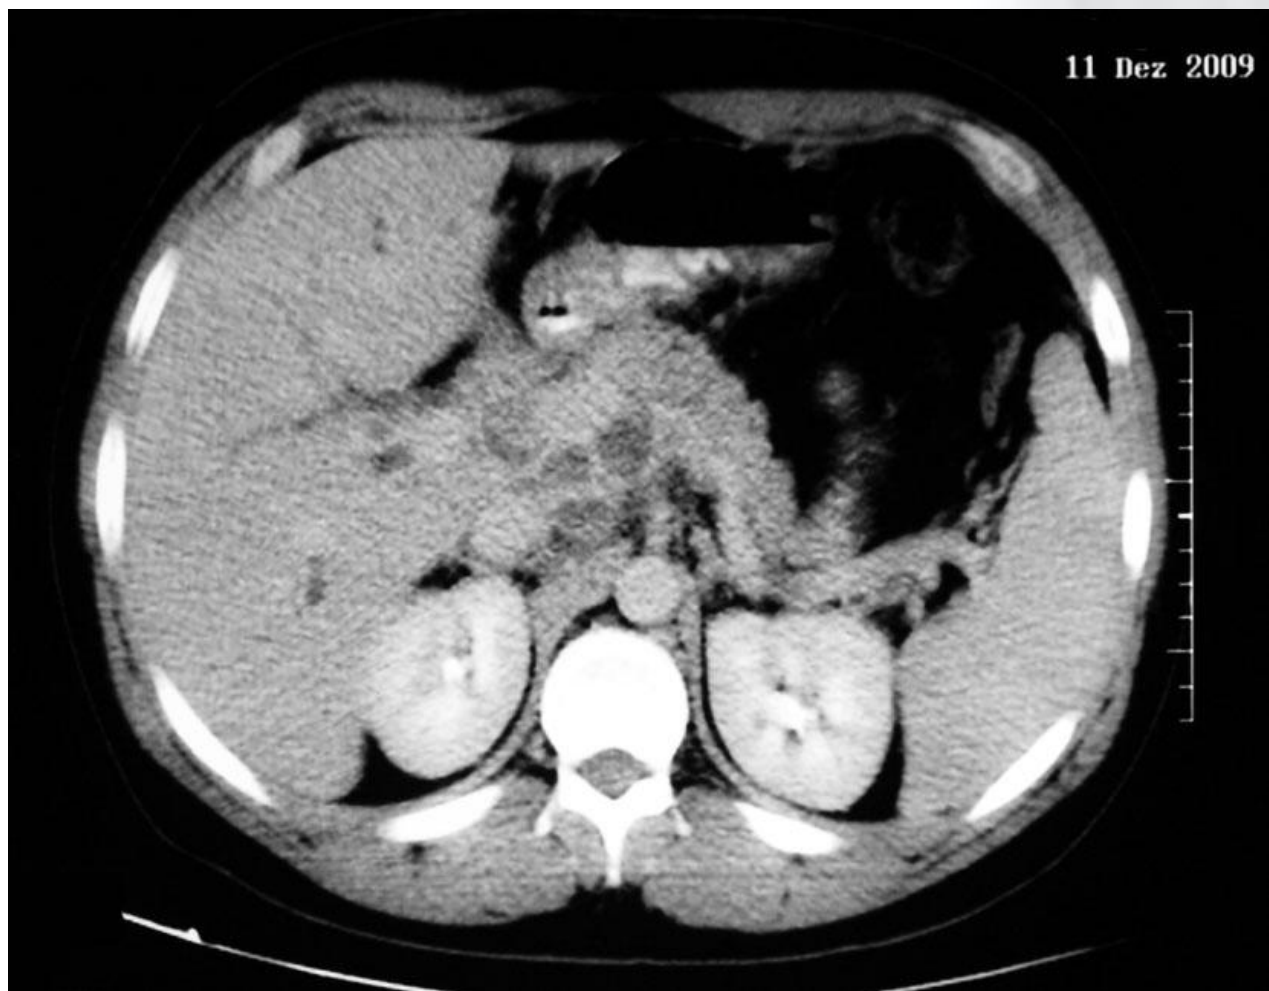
TC de abdome evidenciando linfonodomegalias conglomeradas intracavitárias, algumas com centro hipodenso
